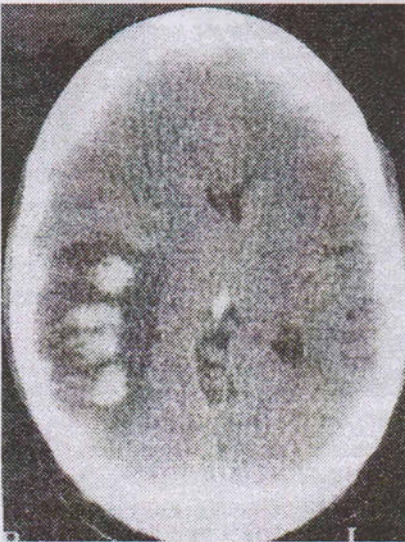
Венозный инфаркт правой теменной области по данным КТ, в пределах 6 ч. после появления симптомов: очаг с четкими контурами, даже в такие сроки после начала; имеется заметная отечность вещества мозга, как в зоне инфаркта так и в остальных отделах полушарий. Также имеются пальцевидные кровоизлияния в центре инфаркта.
